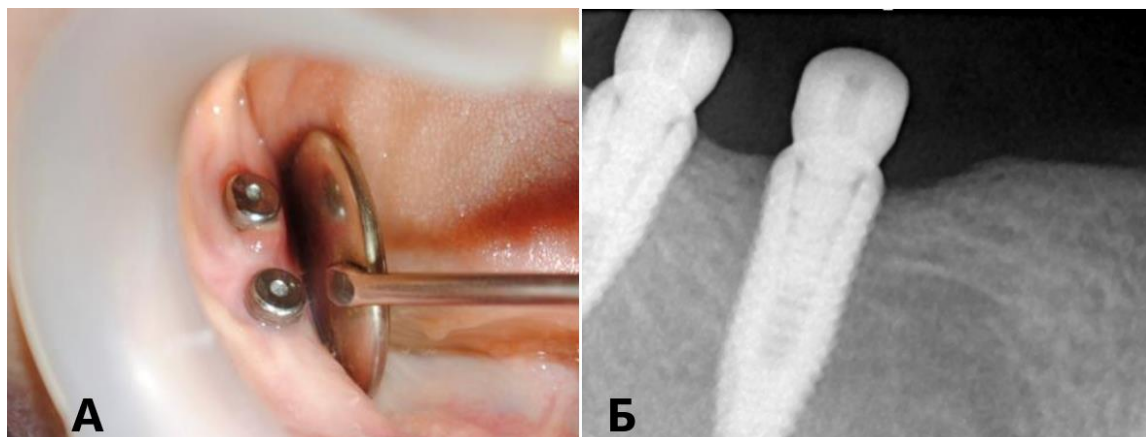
А. Фотография воспалительного процесса вокруг формирователя десны имплантата 4.7 Б. Рентгенограмма
